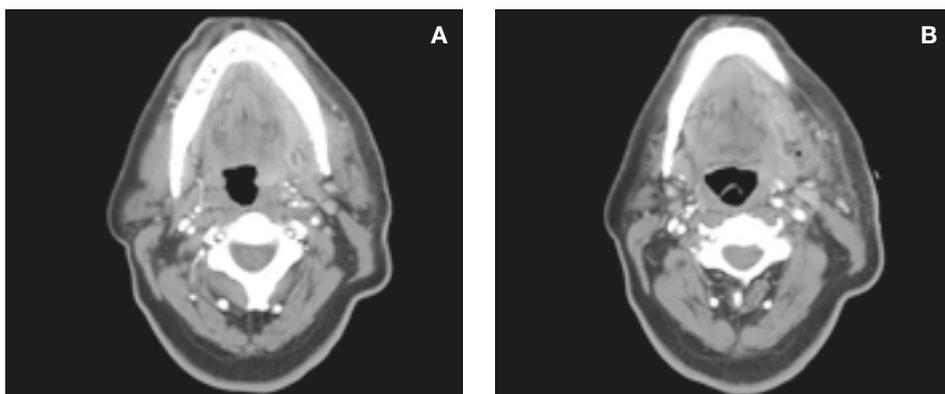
TC MS del collo e del torace. Raccolta ascessuale della plica glosso-epiglottica di destra estesa allo spazio parafaringeo e retromandibolare omolaterale, aperta e drenante nel lume aereo (A) tanto da richiedere tracheostomia (B). Drenaggio completo della raccolta sostituita da gas con enfisema sottocutaneo (C). Complicanza infettiva parenchimale (tipo ab ingestis) polmonare bilaterale (D).
